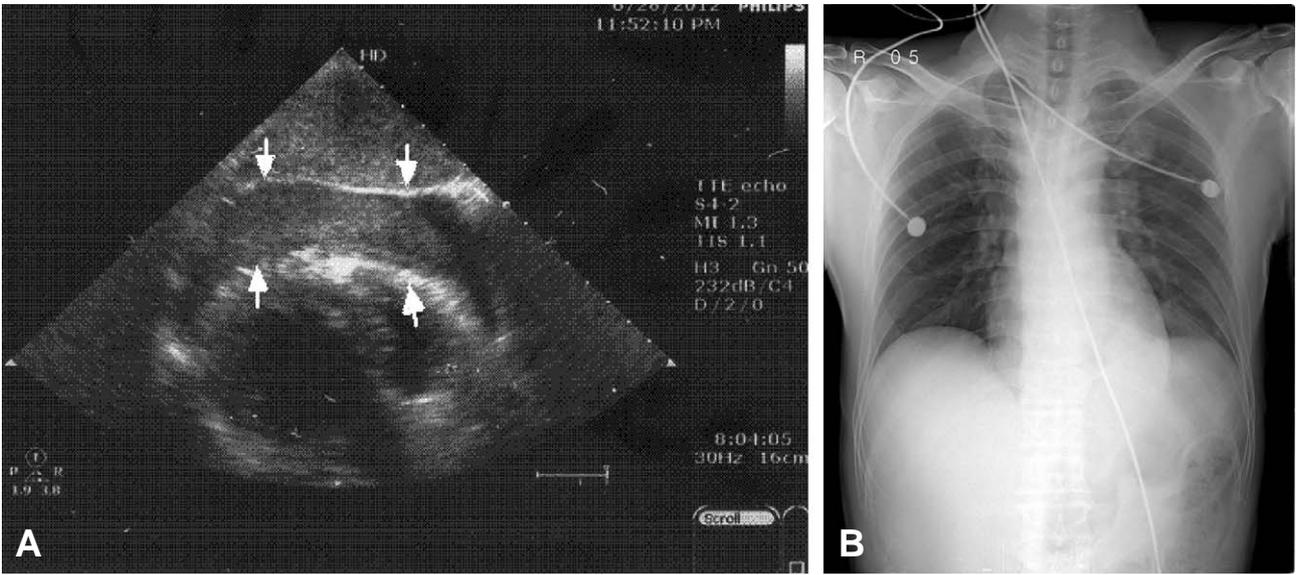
(A) Echocardiography: white arrows show moderate hemopericardium. (B) Chest AP X-ray: There is no evidence of pneumothorax
